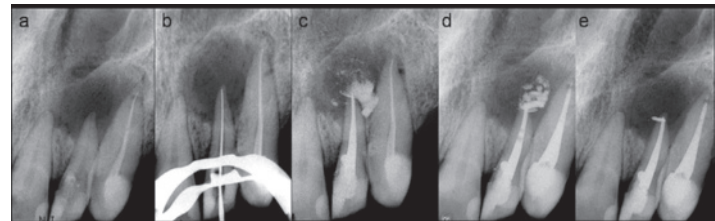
La procedura endodontica: (a) la radiografia per apicale ha mostrato un'estesa lesione radiotrasparente, (b) conferma della lunghezza di lavoro, (c) pasta di iodoformio applicata al canale ed estrusa nella lesione periapicale, (d) nuova applicazione del medicamento, (e) otturazione del canale radicolare.
